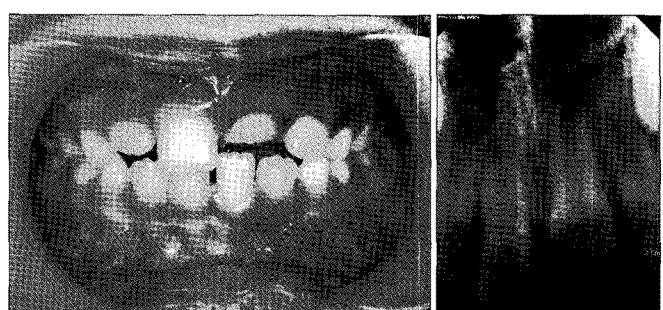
Intraoral photograph and periapical radiograph at the first visit.
